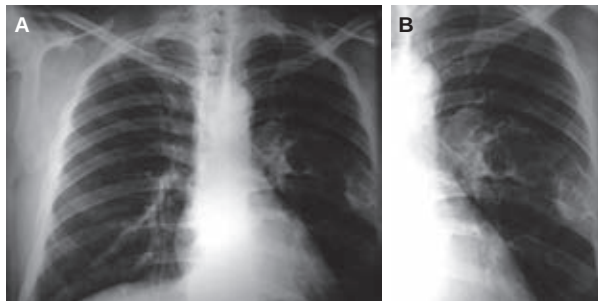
Radiografía de tórax. A. Lesión osteolítica en el séptimo arco costal izquierdo multiloculado con bordes irregulares. B. Acercamiento en donde se aprecia mejor la lesión, con apariencia de vidrio esmerilado.
